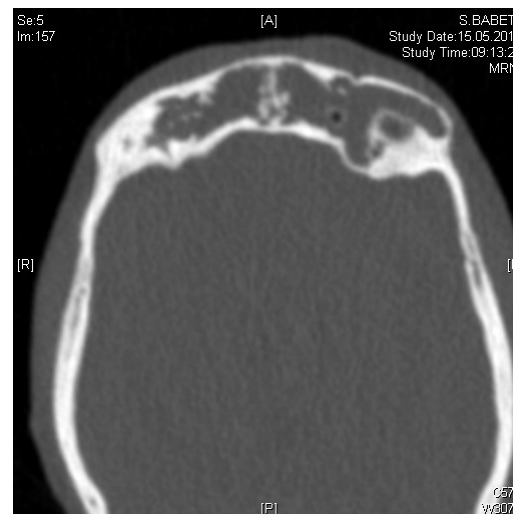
Natives CT-NNH, axiale Ebene
